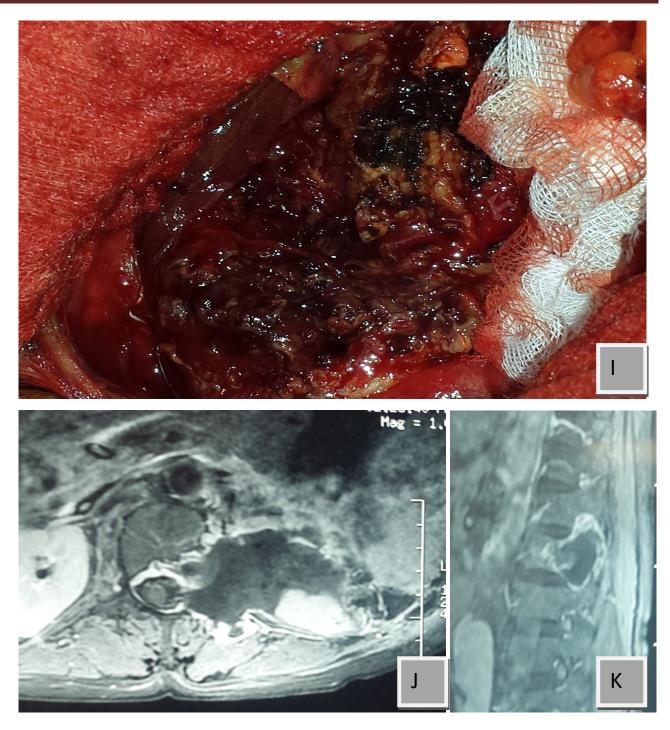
décompression du névraxe, libération canal et de racine avec hémostase (I). IRM post-opératoire et la cavité opératoire en coupe axiale (J) et sagittale (K).
